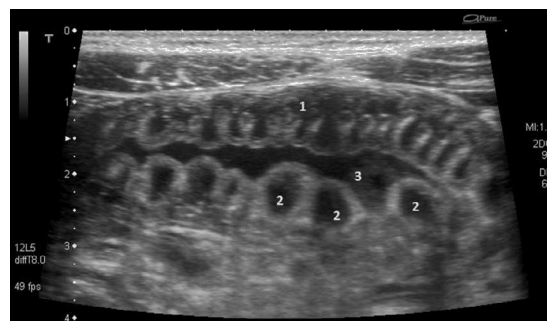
Corte transversal con haz de ultrasonidos en la fosa iliaca izquierda, donde se muestra el engrosamiento de la pared del intestino delgado (1), que consiste en colecciones líquidas anecoicas entre la mucosa y la submucosa (2), con incremento de líquido intraluminal (3).
